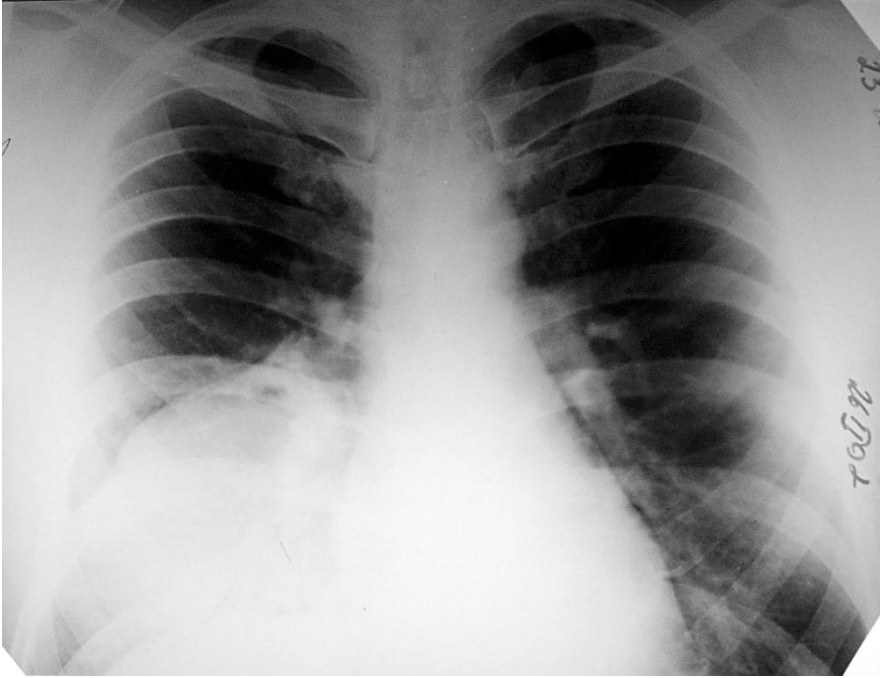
Оглядова пряма рентгенограма. Третій тип рентгеноморфологічного синдрому плеврального випоту
